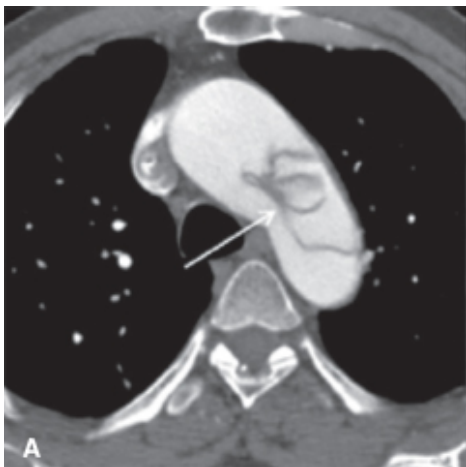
Angiotomografia da aorta torácica (axiais [A e B] e reconstrução sagital [C]), na qual se evidencia dissecação médio-intimal envolvendo a croça da aorta (*setas*) com extensão para o tronco braquicefálico e a carótida interna esquerda (*pontas de seta*).
